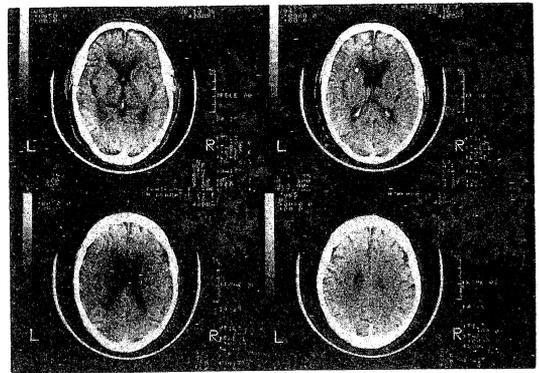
症例1 頭部CT像(放射線4,000rad照射後)
